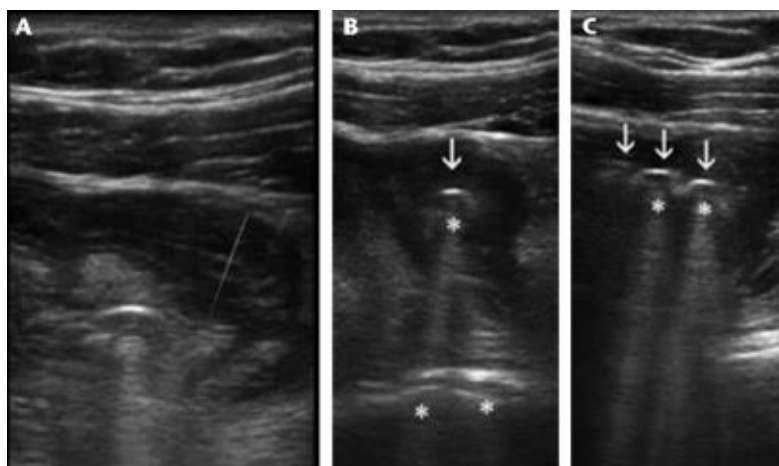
Ingesta múltiple de imanes diagnosticada por ecografía, obtenida tras autorización del autor.
